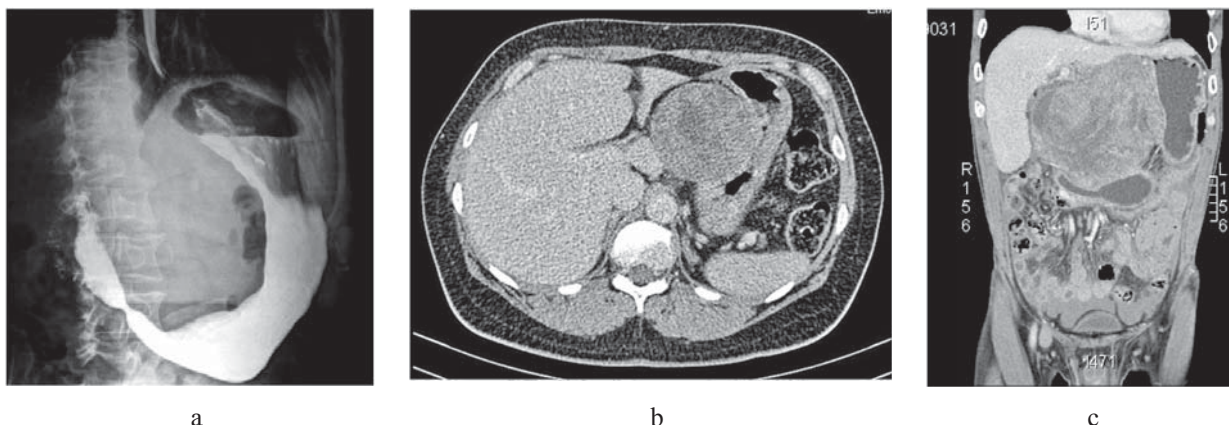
(a,b,c): Examen al GIST gastrice; a. imagine a radiografiei cu substanță de contrast; b,c: imagini CT.
